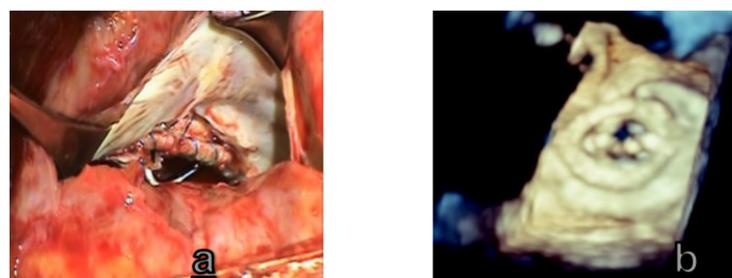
correlacion de hallazgos quirúrgicos (a) con ecocardiografía tridimensional (b)
